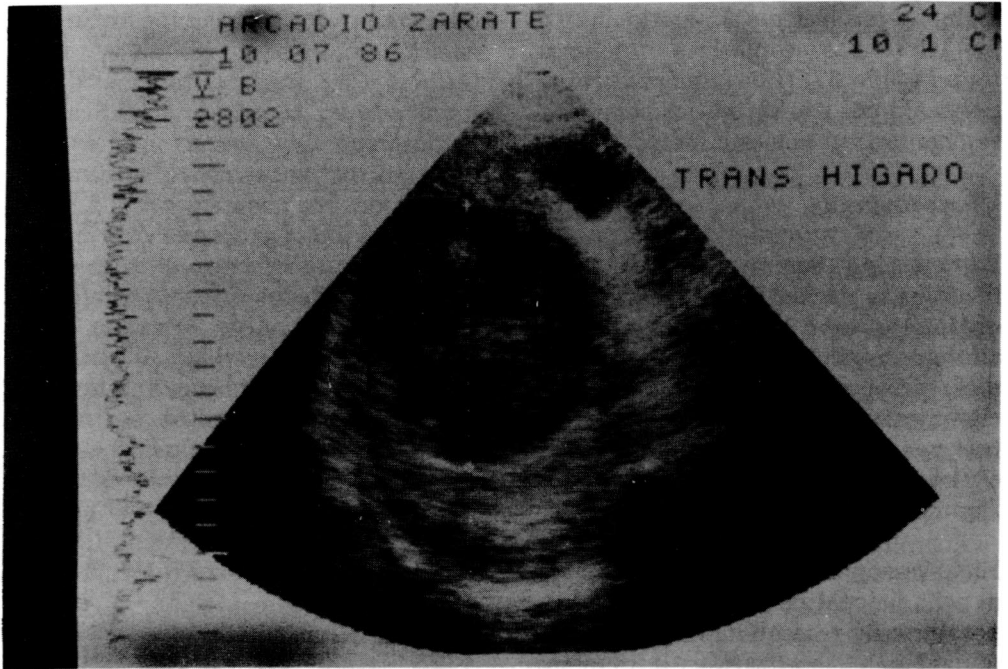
Ultrasonido Hepático, mostrando un hepatocarcinoma del lóbulo derecho.
